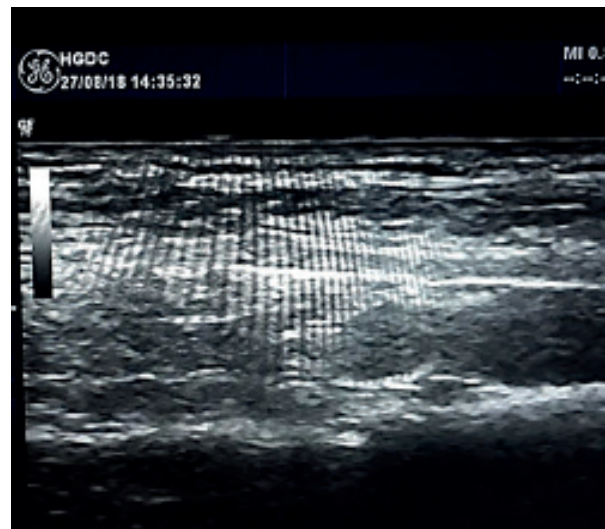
Imagen por ultrasonido del bloqueo supraclavicular.
